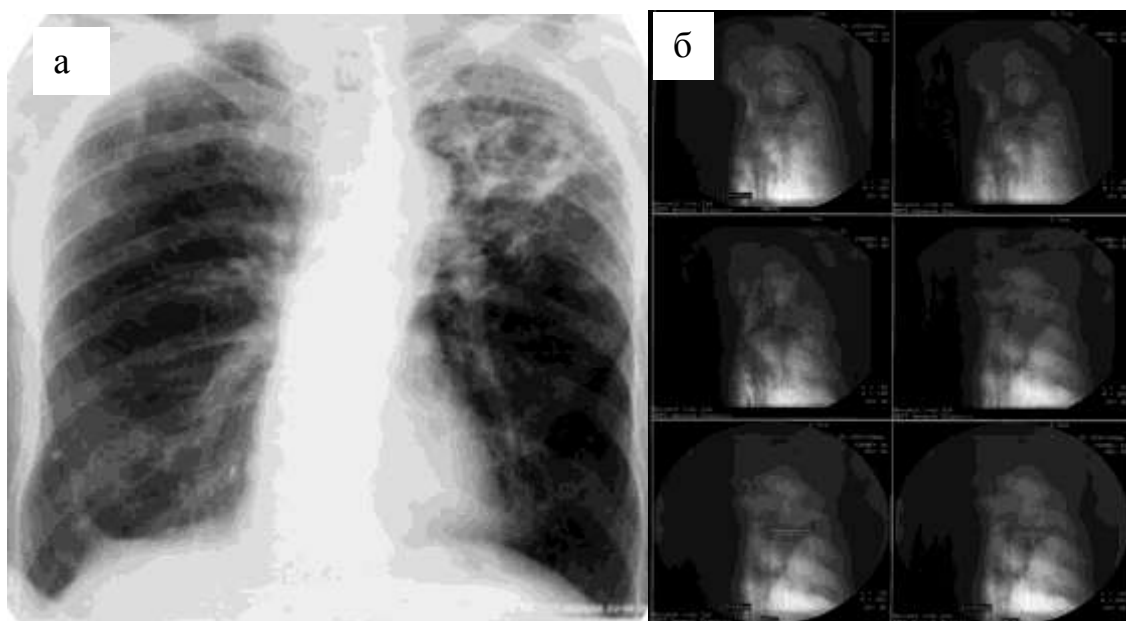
Рентгенограммы больного Т., 63 лет, при поступлении:
